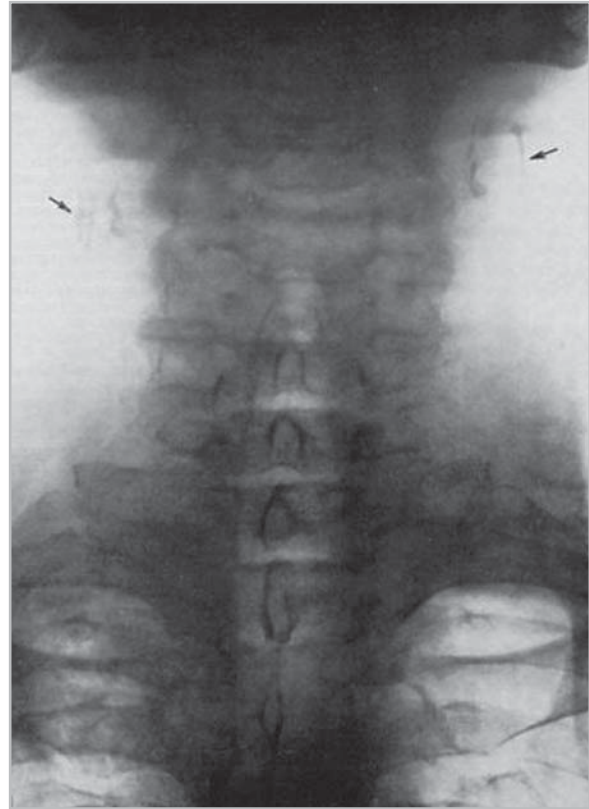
Обзорная рентгенограмма шейного отдела позвоночника в прямой проекции. Выраженные двусторонние кальцификаты вокруг бифуркаций сонных артерий (стрелки).
